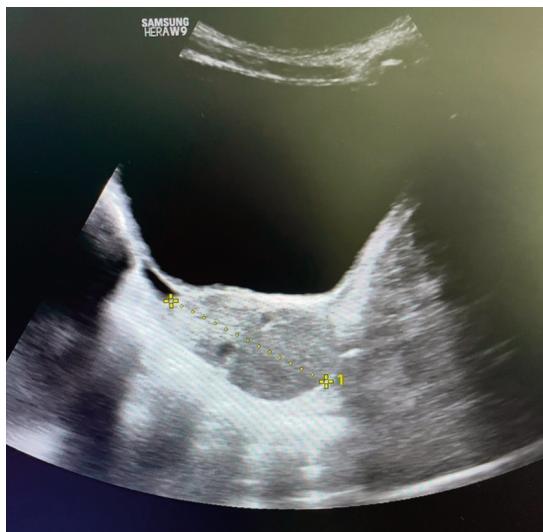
Immagine ecografica suggestiva di torsione ovarica.
